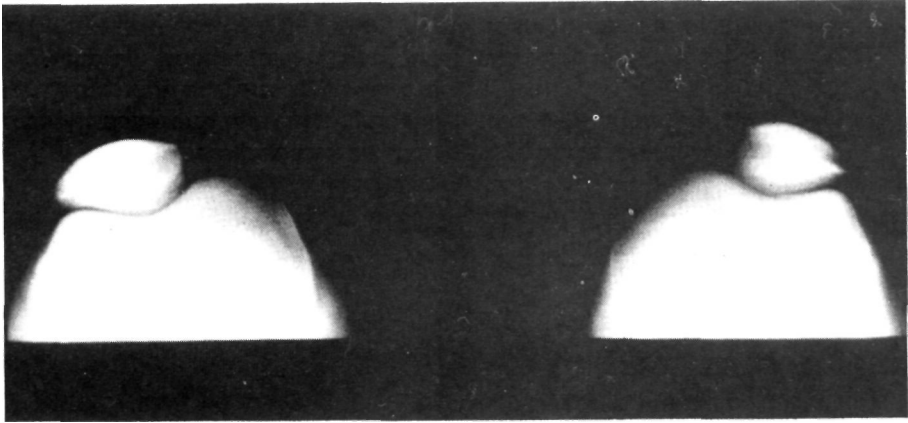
Radiografía axial de la rótula, donde se aprecia fractura osteocondral de la rótula.
